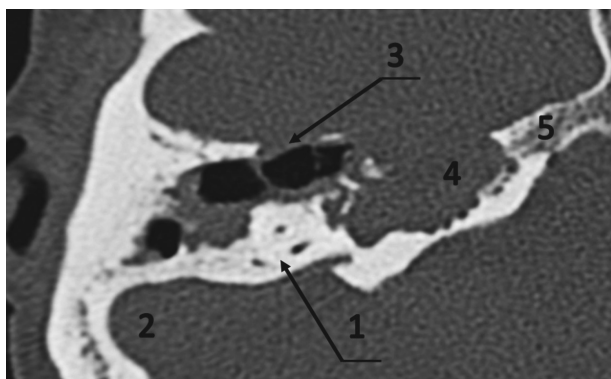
МСКТ височной кости (правое ухо – аксиальная проекция). КТ – картина массивной-апикальной холестеатомы пирамиды височной кости после радикальной операции на правом ухе:
